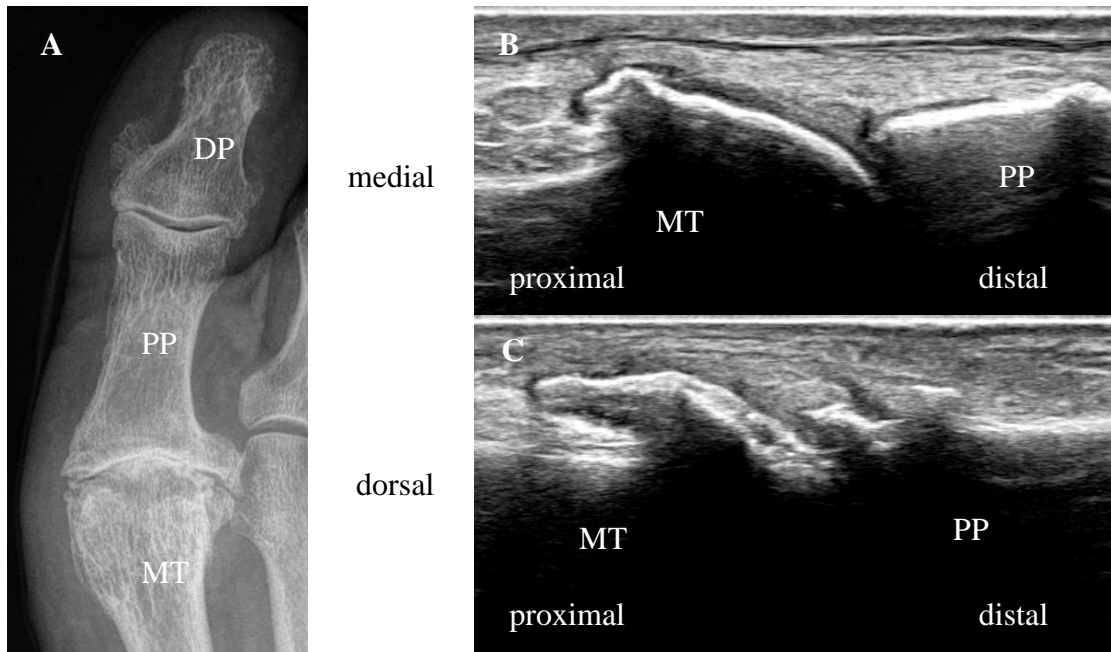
Vergleichende Darstellung des Metatarsophalangealgelenks (MTP) 1 des rechten Fußes in der Röntgen- und Ultraschalldiagnostik
